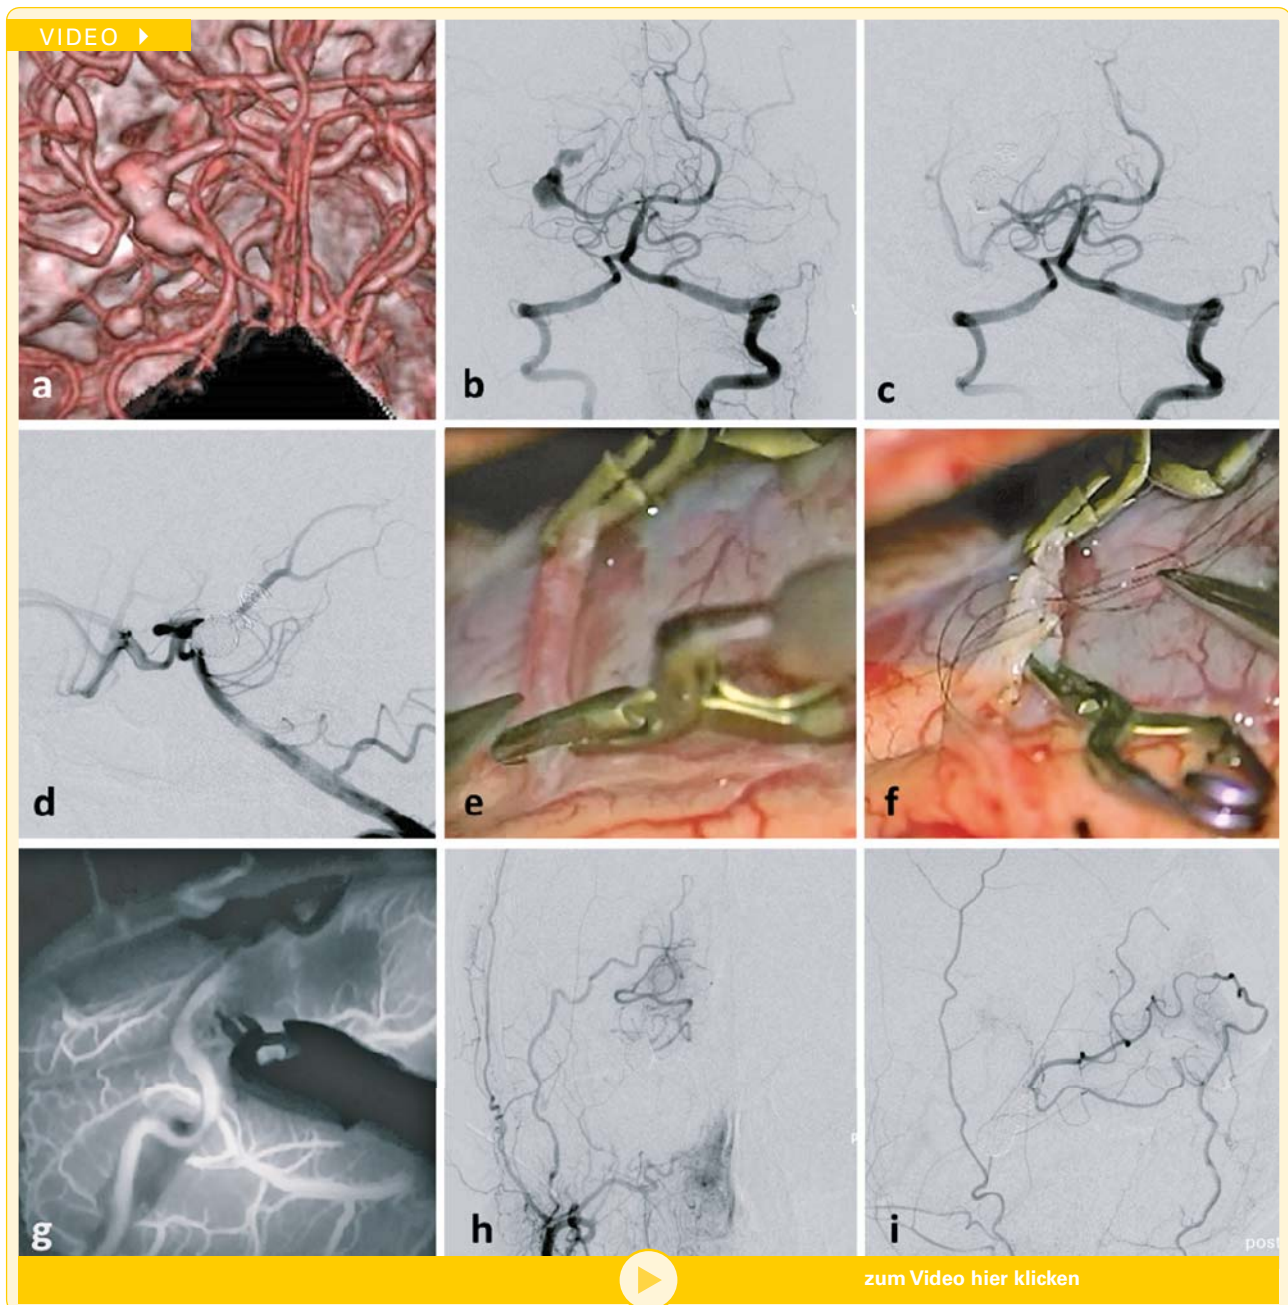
Therapeutischer endovaskulärer Gefäßverschluss unter Bypassschutz. (a) CT-Angiogramm und (b) Angiographie des Vertebralisstromgebietes zeigen ein rupturiertes, fusiformes peripheres Aneurysma der Arteria cerebri posterior rechts. Das Aneurysma ist mehrbäuchig, wahrscheinlich dissezierend und für die stentgestützte Coil-Embolisation schlecht geeignet. Eine mögliche Lösung stellt ein endovaskulärer therapeutischer Verschluss des dissezierten Gefäßsegmentes unter Bypassschutz dar. Nach Anlage eines interhemisphärischen arteriellen Low-flow-Bypasses an die distale rechte Arteria cerebri posterior (e–g) werden das Aneurysma und das aneurysmatragende Gefäß in selber Narkose durch konventionelle Coil-Embolisation verschlossen (c, d). (h, i) Angiogramme der rechten Arteria carotis externa zeigen die Versorgung des peripheren Posteriorstromgebietes distal des Aneurysmas über den Bypass.
